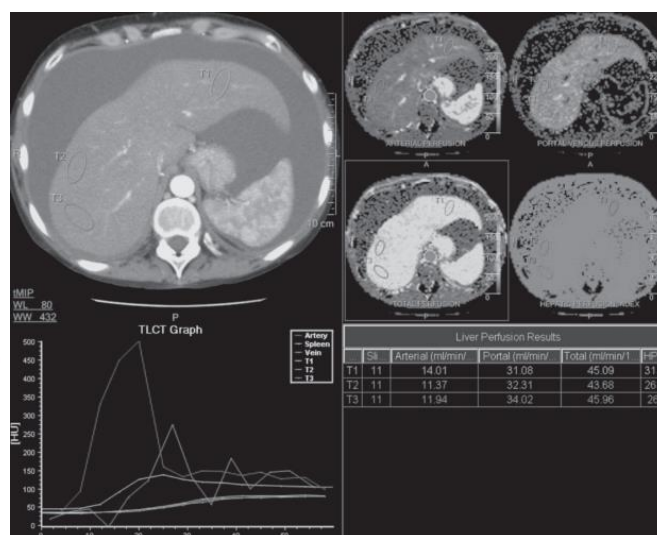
Перфузионные карты печени. После определения ROI в брюшной аорте, воротной вене и селезенке выставлены зоны интереса в III, VII и VIII сегментах печени. Получены значения артериальной, портальной, общей перфузии и индекса печеночной перфузии. ROI (region of interest) – зона интереса.
